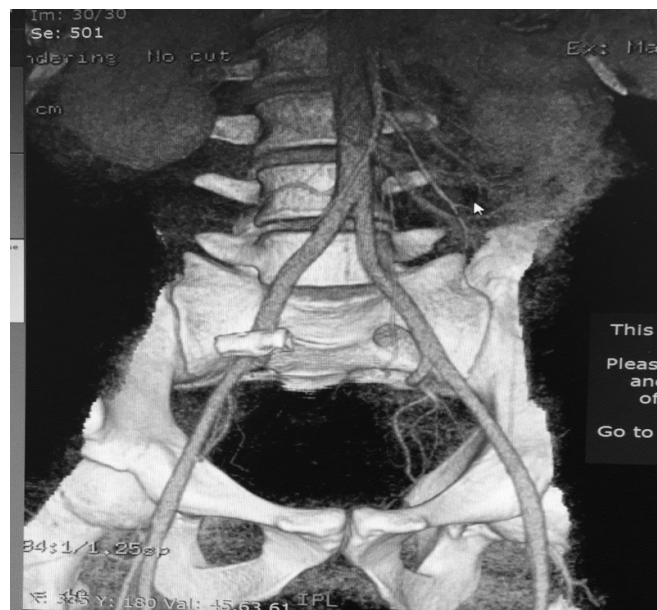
КТ картина положения БИК перед вторым этапом лечения
